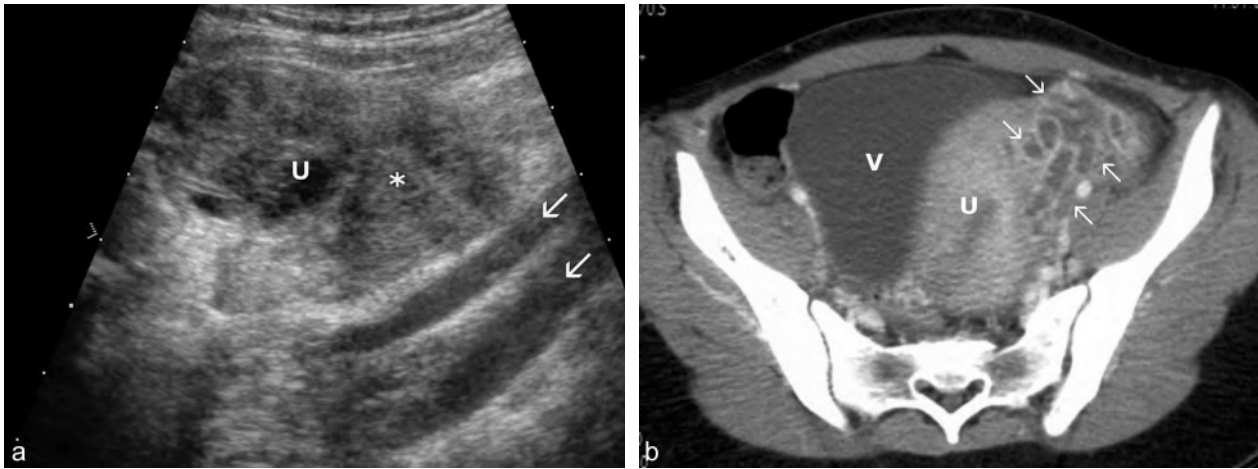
Thrombophlébite pelvienne du post-partum. a. Échographie, coupe à droite de l'utérus : multiples thrombus (*) dans les plexus veineux du bord utérin, au contact de la corne utérine (U), en avant et au-dessus des vaisseaux iliaques (→). b. Scanner, même dossier : thromboses latéro-utérines (→) avec réaction inflammatoire (V : vessie ; U : utérus).
